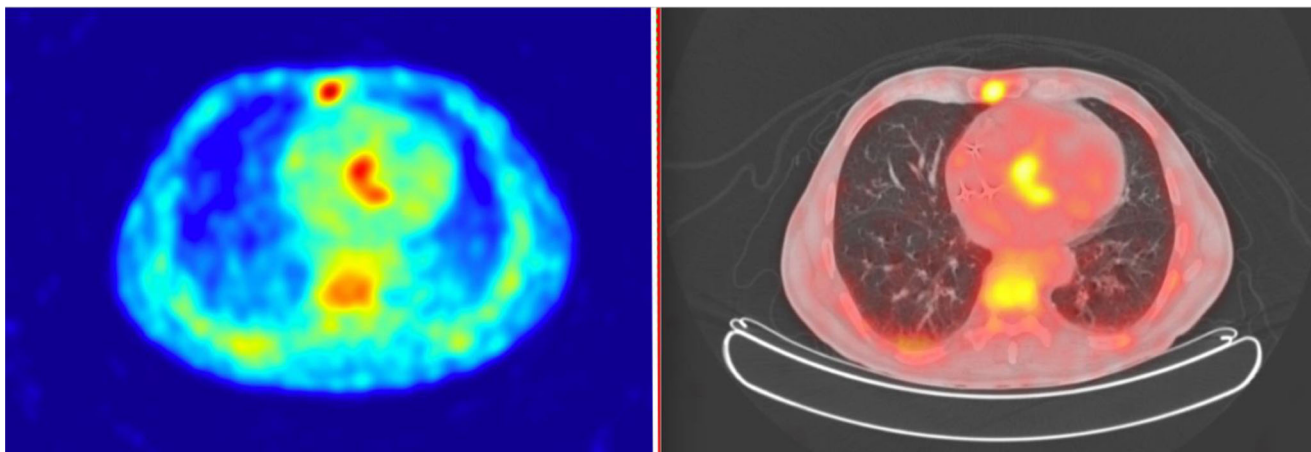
Utilisation du ^{18}F FDG pour le diagnostic d'endocardite infectieuse. Patient de 73 ans porteur d'une bioprothèse aortique hospitalisé pour un syndrome fébrile évoluant depuis trois semaines, pour lequel il a reçu trois lignes d'antibiothérapie. Les examens bactériologiques étaient négatifs. Le scanner injecté ne révélait pas de foyer profond infectieux. L'échographie cardiaque ne montrait ni végétation ni anomalie de fonctionnement de la bioprothèse. La réalisation d'un TEP-scan au ^{18}F FDG a permis de mettre en évidence une fixation pathologique d'intensité modérée de la valve aortique s'étendant à l'anneau aortique et à la région septobasale (SUVmax : 4,3). On notait également : 1) une fixation linéaire verticale en correspondance de la région de sternotomie précédente d'allure cicatricielle et 2) un hypermétabolisme modéré ostéomédullaire diffus au niveau du squelette axial s'expliquant par l'hyperthermie prolongée. Le patient a été opéré (remplacement de la valve aortique). La recherche d'ARN 16S a permis d'identifier la présence sur la valve d'un *Streptococcus salivarius* permettant l'adaptation de l'antibiothérapie et la guérison ultérieure du patient
